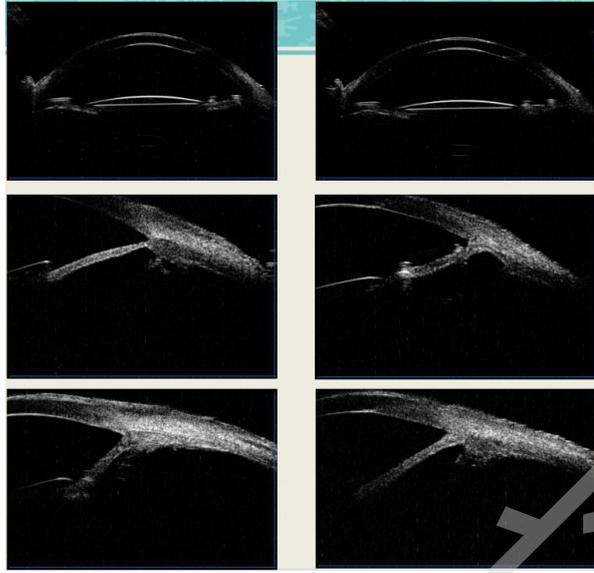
眼前房型人工晶体植入术后20年继发性青光眼患者首诊左眼超声生物显微镜检查像 左眼十二点处、六点处虹膜根部可探及人工晶体及祥的强回声
